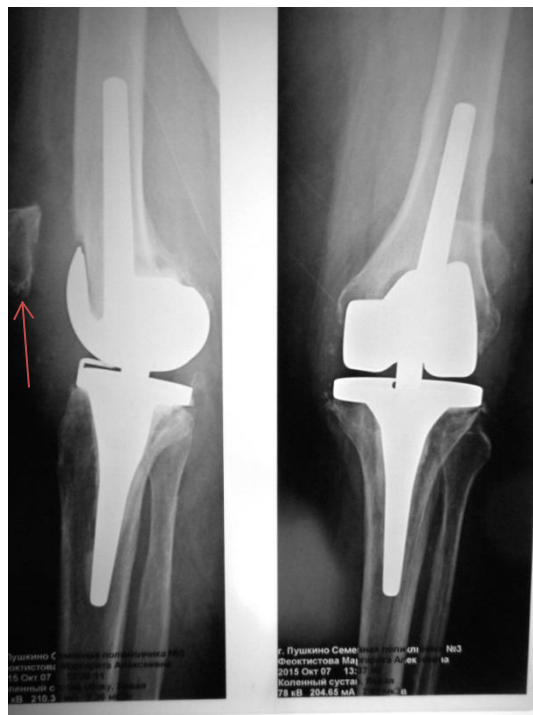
Послеоперационные рентгенограммы пациентки Ф. после первичного эндопротезирования. Красной стрелкой отмечено высокое положение надколенника, свидетельствующее о повреждении собственной связки.
